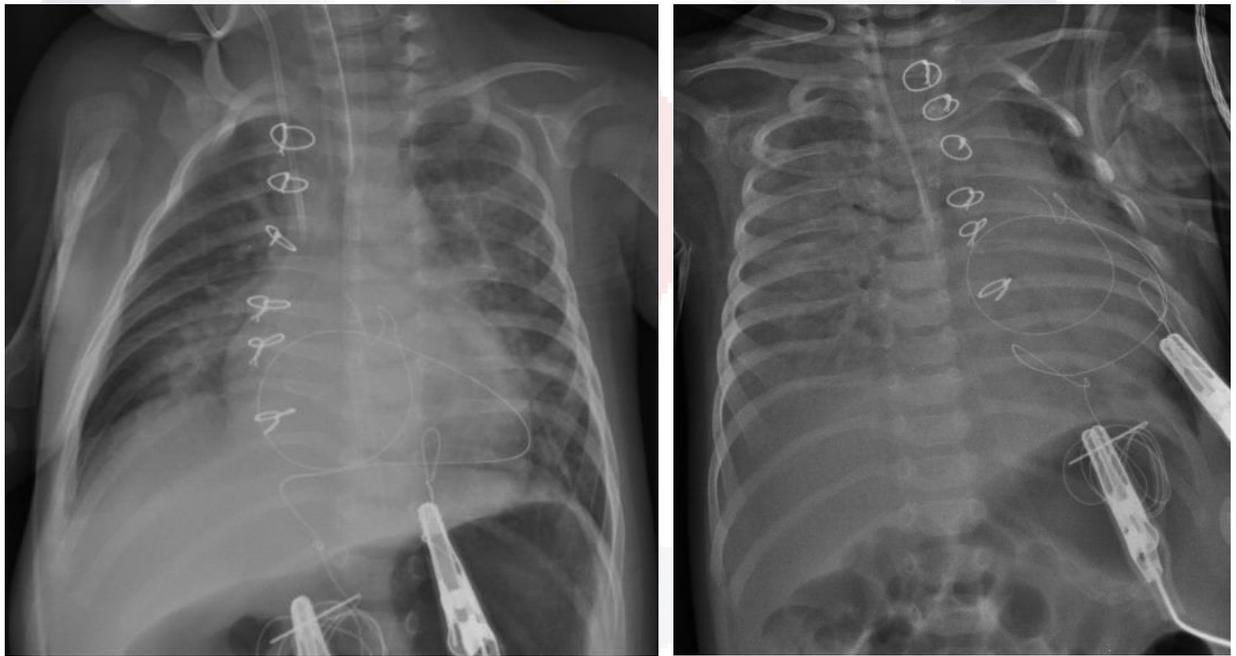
A la izquierda se presenta radiografía anteroposterior de paciente pediátrico que ingresó para corrección quirúrgica de cardiopatía, la cual desarrollo neumonía asociada a la ventilación mecánica a los 6 días de haber sido intubada, observandose zona de condensación focal en la base del pulmón derecho asociada a derrame pleural e infiltrados focales en pulmón izquierdo; la radiografía de control obtenida a los 5 días presenta importante aumento de la consolidación e infiltrados, con progresión de manera bilateral.
